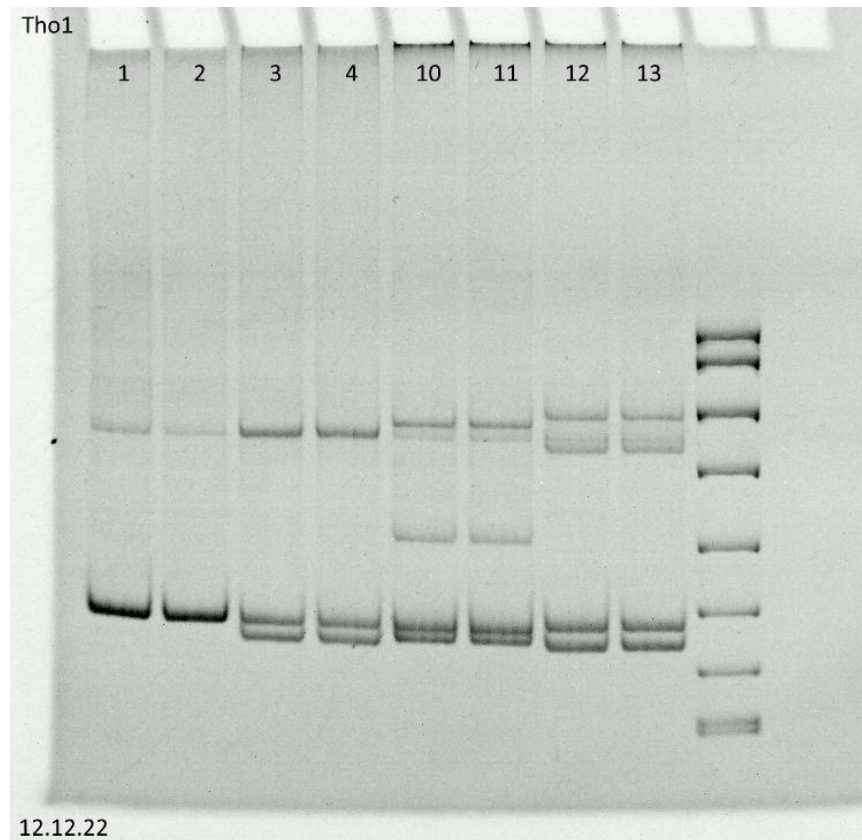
Определение химеризма среди гипервариабельных областей ДНК (короткие тандемные повторы) - THO1(TC11)
